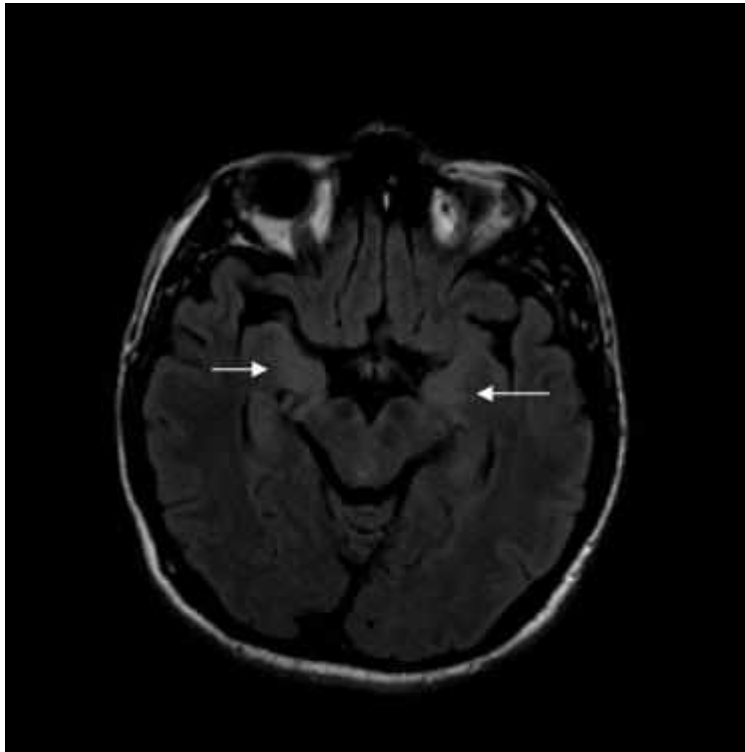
Resonancia magnética con áreas de hiperintensidad (flechas) sugerentes de encefalitis límbica.
